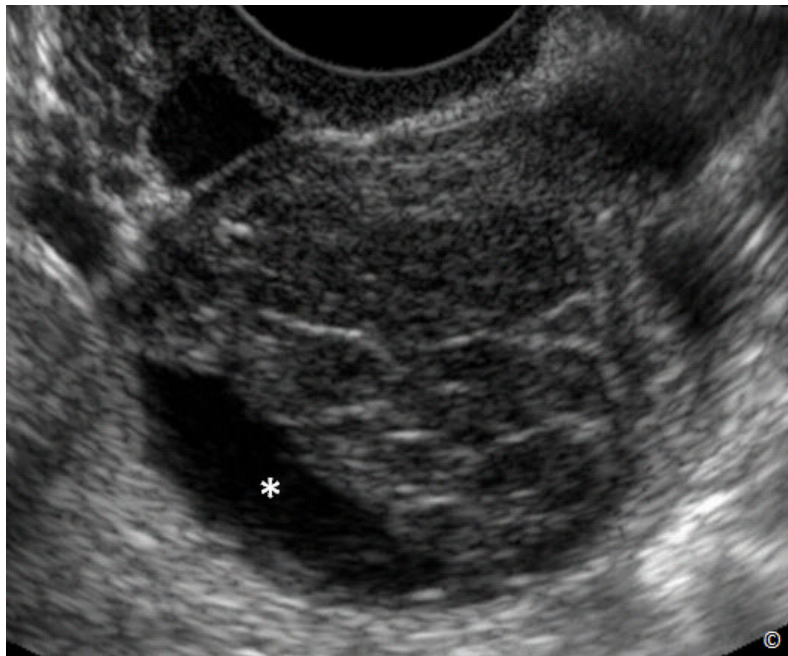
Ecografía transvaginal de seguimiento del quiste hemorrágico en la figura 12.10. Obsérvese la retracción del coágulo de sangre (asterisco) con el desarrollo de una colección de líquido.
